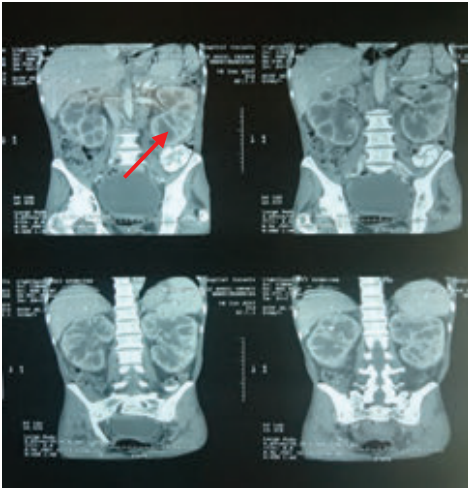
Tomografía Toracoabdominal, se observa nefromegalia.
